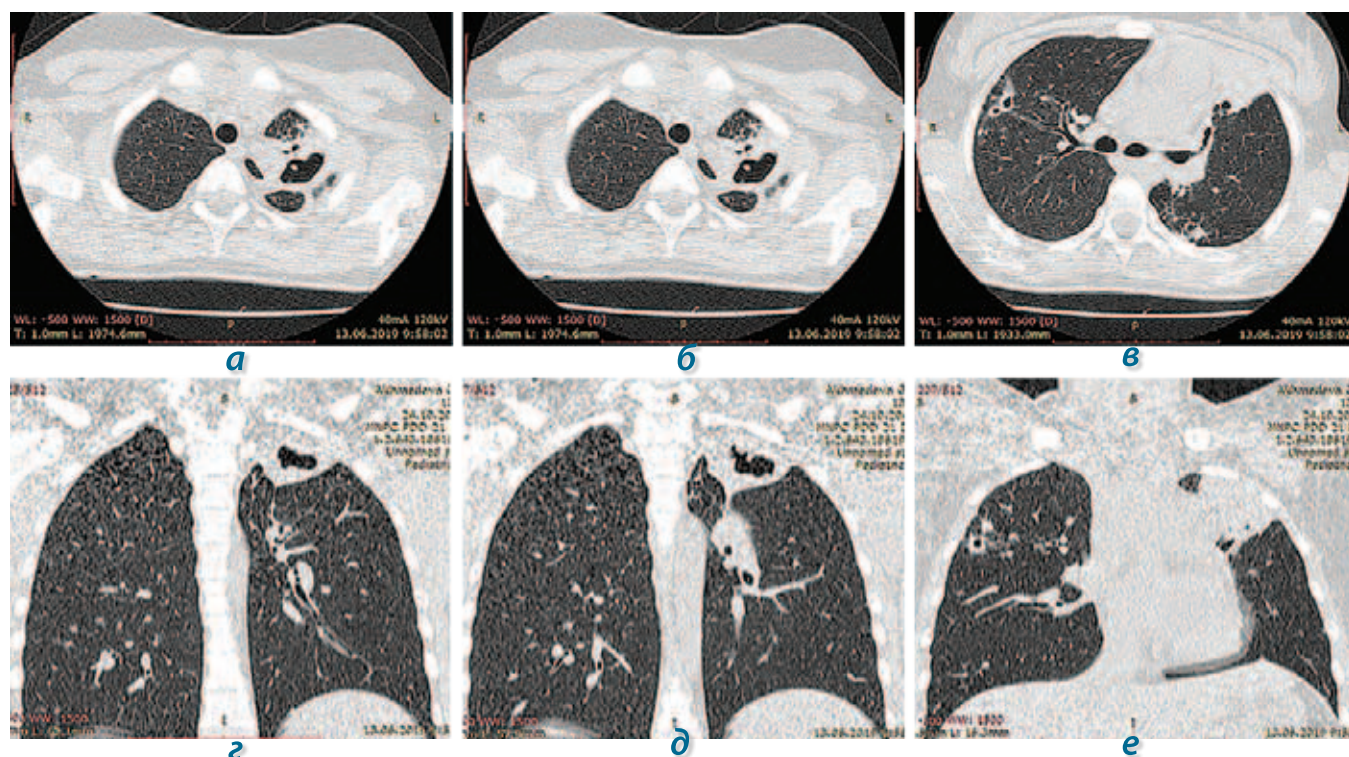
КТ органов грудной клетки пациентки А. от 13.06.2019 г. (конец 3-го месяца химиотерапии); описание в тексте
